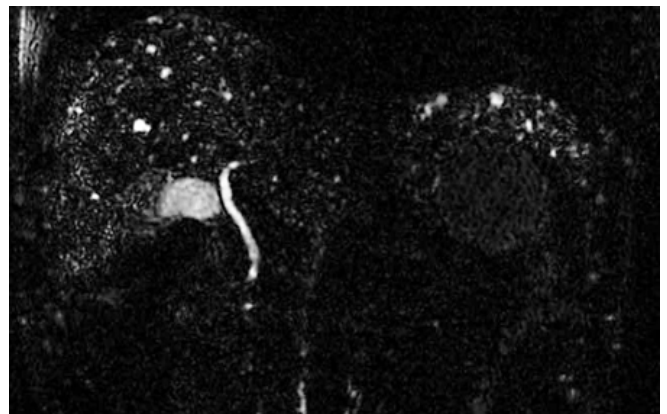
Colangiografía RM: no se observa comunicación con el árbol biliar ni dilataciones del mismo. Es importante para distinguir de la enfermedad de Caroli.
